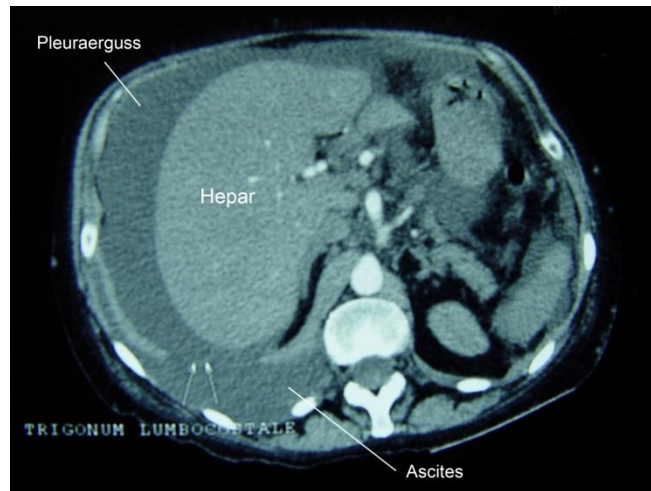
CT-Thoraxaufnahme in Höhe der kaudalen Thoraxabschnitte. Deutlich abgrenzbarer rechts- thorakaler Pleuraerguss, von den Dichtewerten Pleuraempyem. Auch subhepatische Flüssigkeitsansammlung im Rahmen einer Peritonitis.
